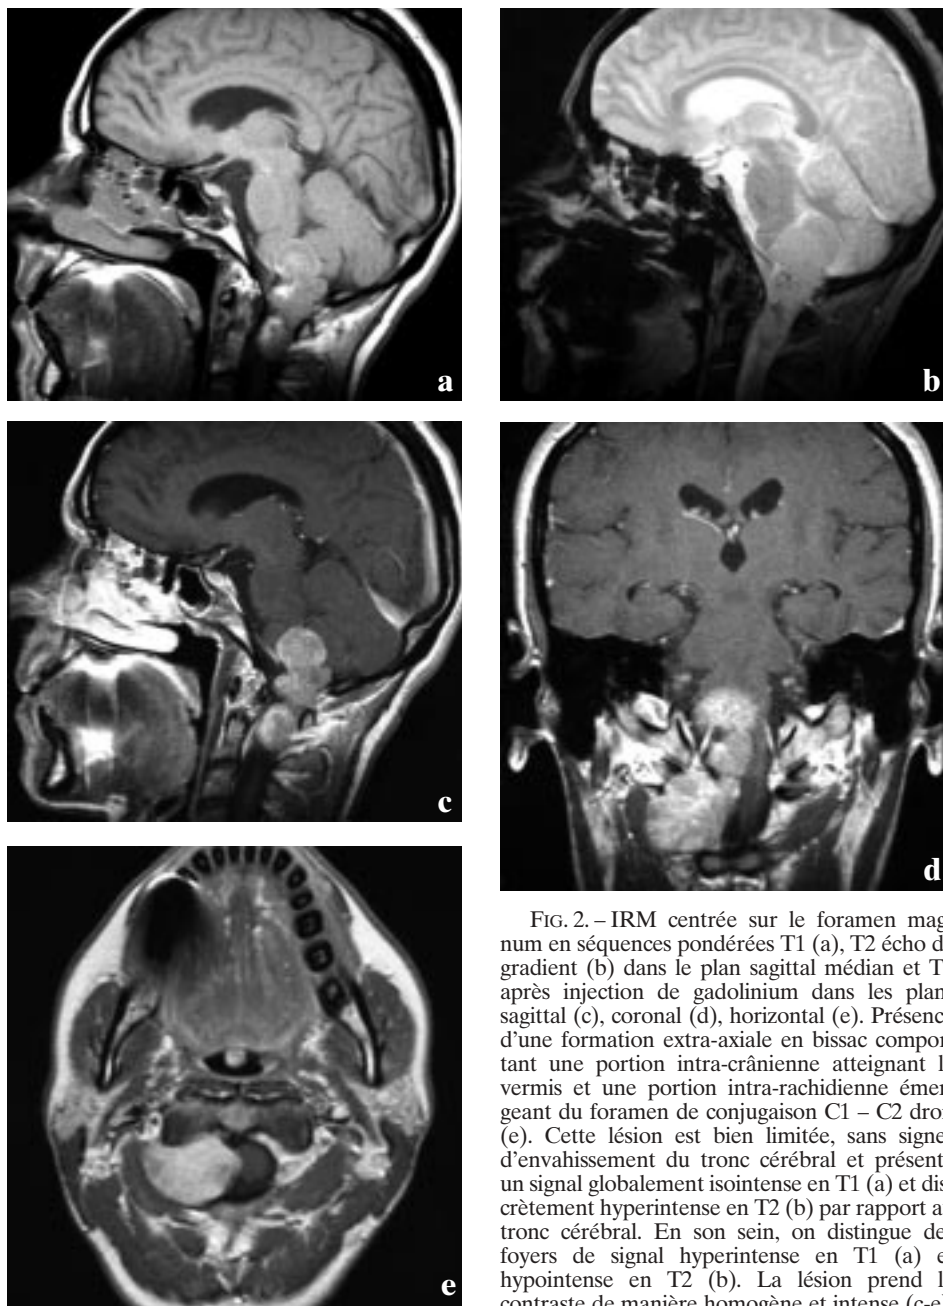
MRI scan through the foramen magnum including midline sagittal T1W (a) and T2\*W (b) images and postcontrast sagittal (c) coronal (d) and axial (e) T1W images. There is an extra-axial dumbbell shaped lesion with an intracranial component involving the cerebellar vermis and a spinal portion emerging from the right C1-C2 neural foramen (e). It is a well-defined lesion, with no evidence of brain stem invasion, that is mostly isointense on T1W (a) and faintly hyperintense on T2W (b) relative to the brain stem. In addition, there are some speckled areas that are hyperintense on T1W (a) and hypointense on T2W (b). The lesion enhances in a conspicuous and homogeneous pattern (c-e).
